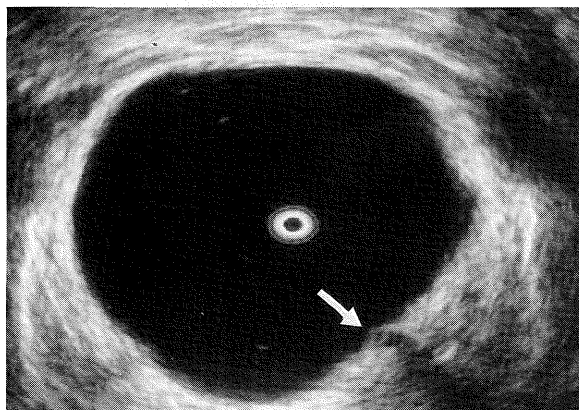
Transurethral sonogram revealed a hypoechoic mass.
